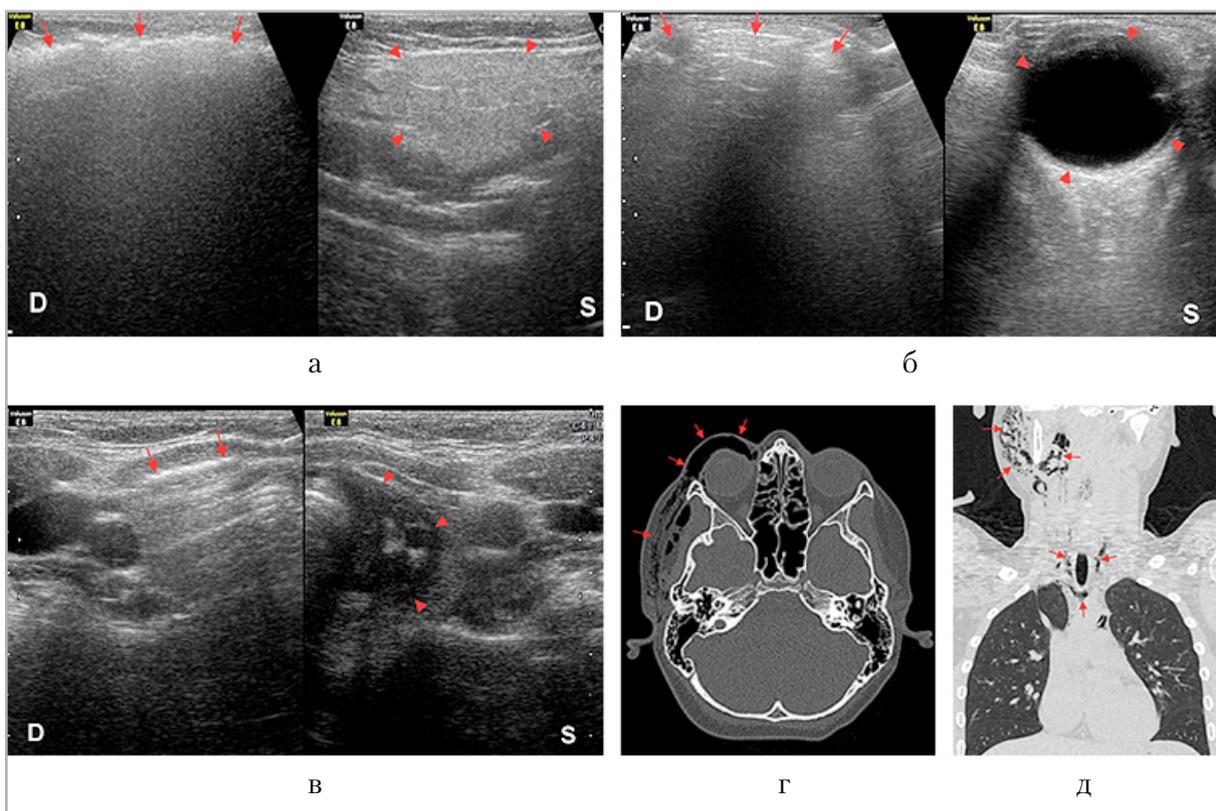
Эхограммы и компьютерные томограммы при поступлении: *D* — правая сторона; *S* — левая сторона; *стрелки* — включения газа; *а* — эхограммы области ОСЖ (*короткие стрелки*) в режиме 2 полей; *б* — эхограммы орбит в поперечных сканах (*короткие стрелки*) в режиме 2 полей; *в* — эхограммы в поперечных сканах на уровне гортани (*короткие стрелки*) в режиме 2 полей; *г* — компьютерная томограмма: газ в области правой орбиты и правой щёчной области эхограммы (*стрелки*); *д* — компьютерная томограмма: газ в переднем средостении, в тканях шеи, околоушно-жевательной области справа (*стрелки*)
